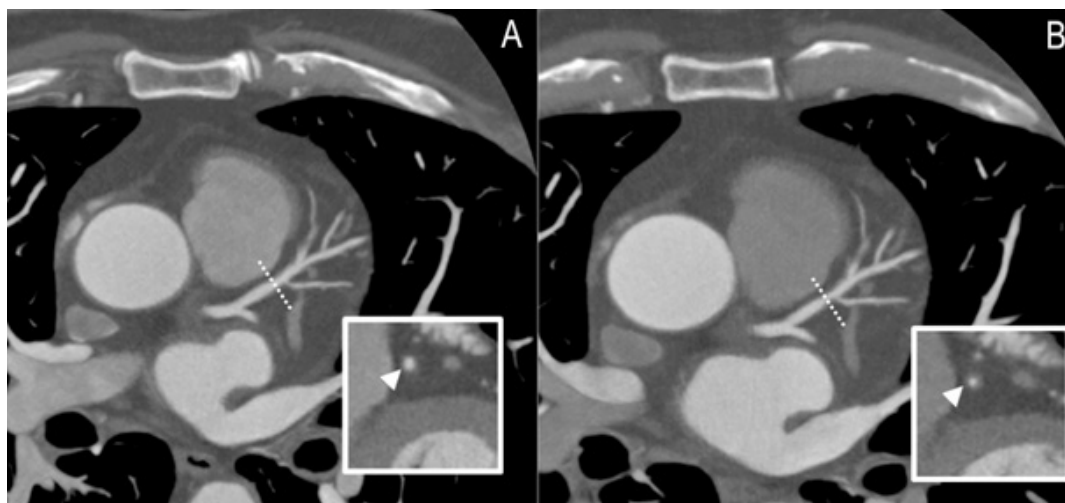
Progressão da doença arterial coronariana (DAC) à angiografia coronariana por tomografia computadorizada (ACTC) em um paciente masculino de 58 anos de idade apresentando DAC muito leve no segmento proximal da artéria coronária descendente anterior esquerda no momento basal (A). Progressão evidente da lesão é vista aos 13 meses no mesmo local, com moderada estenose luminal (B) melhor visualizada no plano transversal do vaso (seta).
